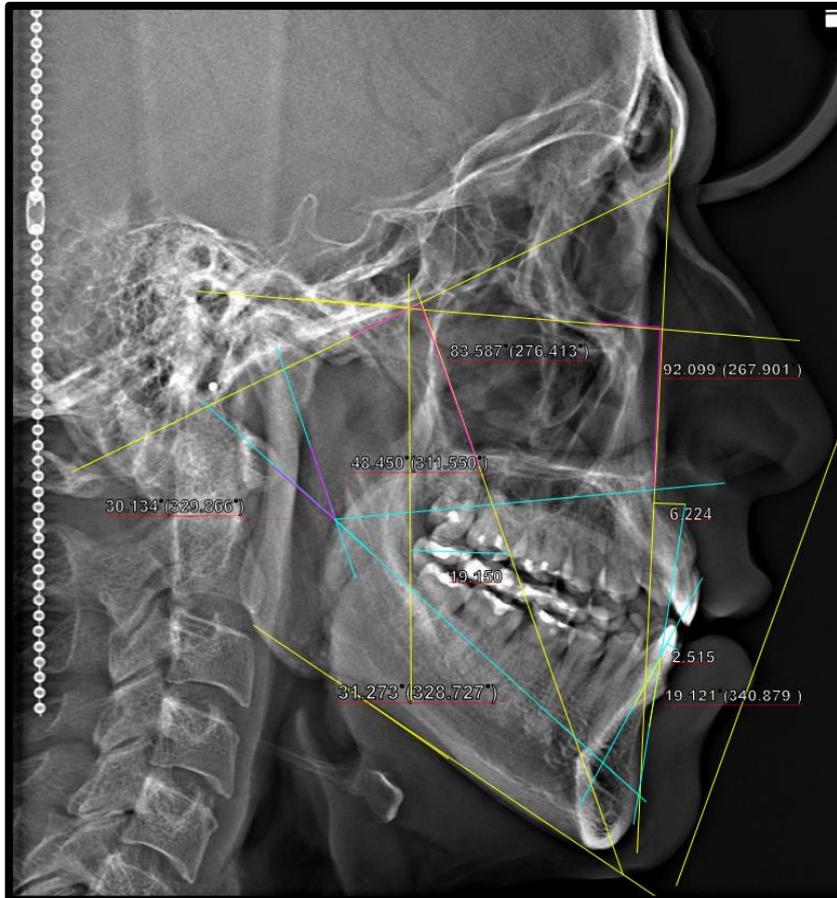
Radiografía lateral con los trazos del análisis de Ricketts
